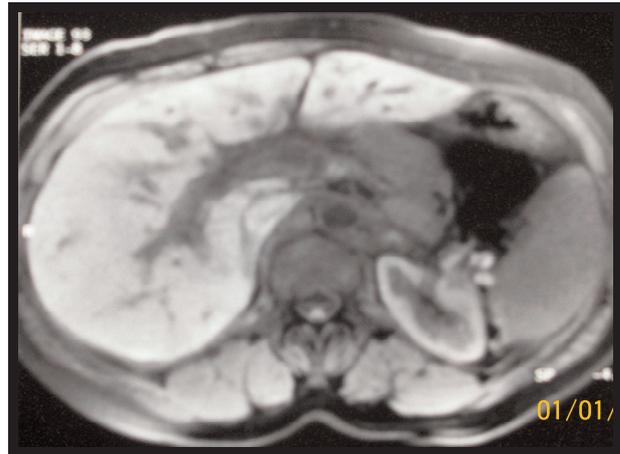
Aspect à l'IRM du pancréas montrant un aspect globuleux de la tête du pancréas sans dilatation des voies biliaires et pancréatiques
